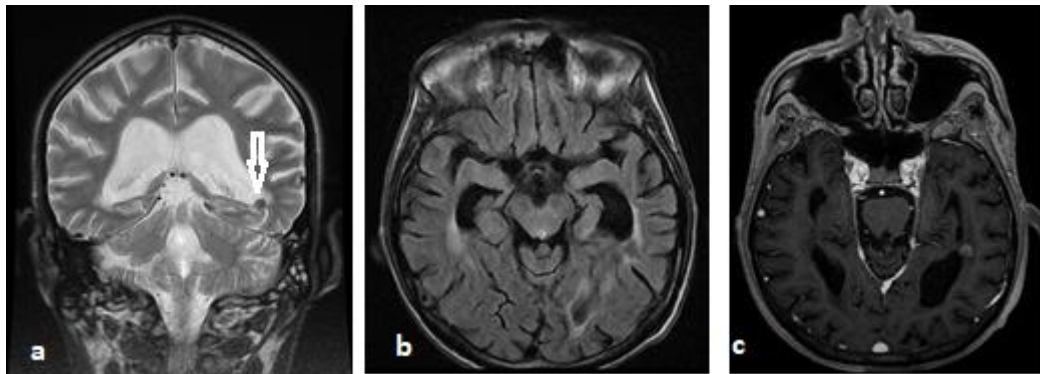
IRM cérébrale en séquences pondérées T2 en coupes coronales (a), FLAIR (b) et T1 avec injection du gadolinium (c) objectivant un lésion nodulaire péri-ventriculaire en regard de la corne occipitale gauche (flèche) en hypo signal T2, FLAIR rehaussée en cocarde après injection du gadolinium avec dilatation des ventricules latéraux en faveur d'un tuberculome avec hydrocéphalie
